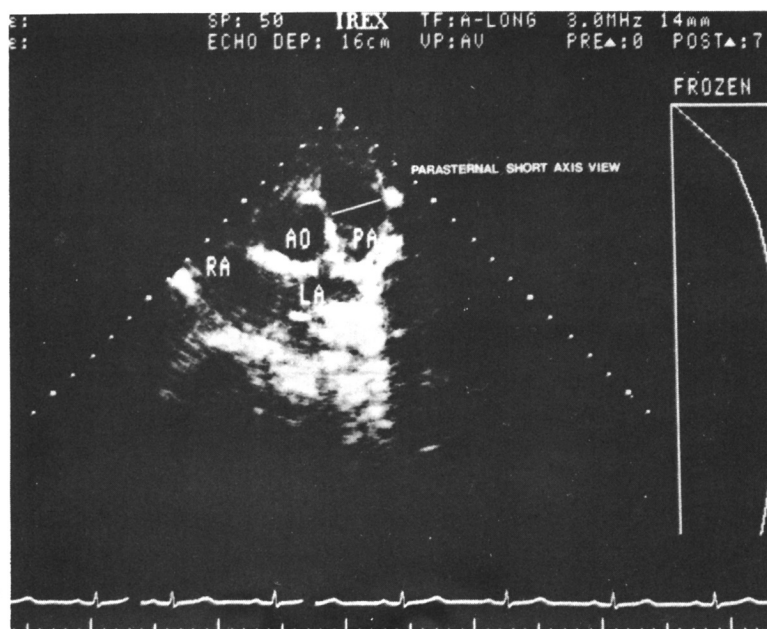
Parasternal short axis view used for measuring the diameter of the main pulmonary artery in systole.
